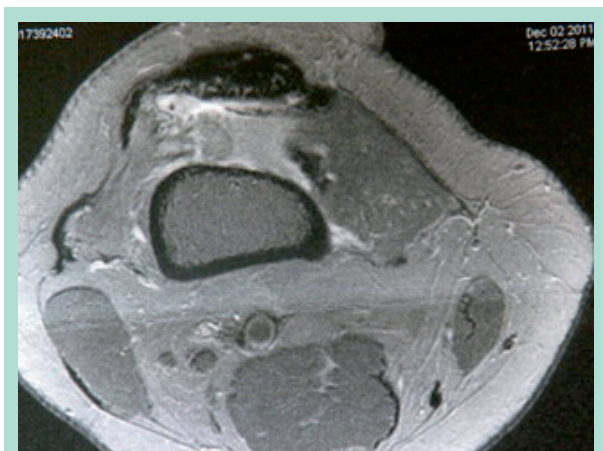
IRM de contrôle après exérèse, absence de MV résiduelle, discret épanchement résiduel habituel.
